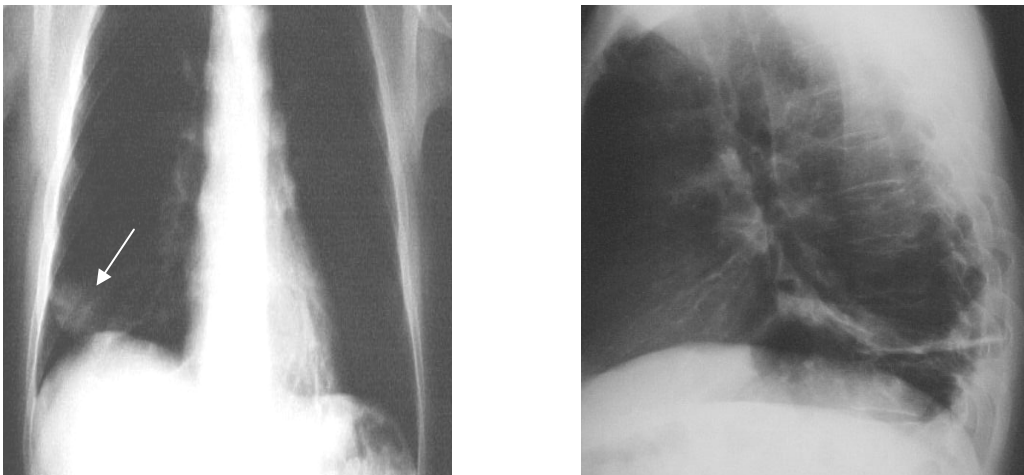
Las radiografías muestran un pequeño infiltrado periférico en el lóbulo inferior derecho (L.I.D., flecha), con elevación del hemidiafragma y, en la lateral, se ven además atelectasias laminares. Este paciente tenía una gammagrafía de alta probabilidad de TEP, y una flebografía con trombos en la vena íliaca izquierda.
